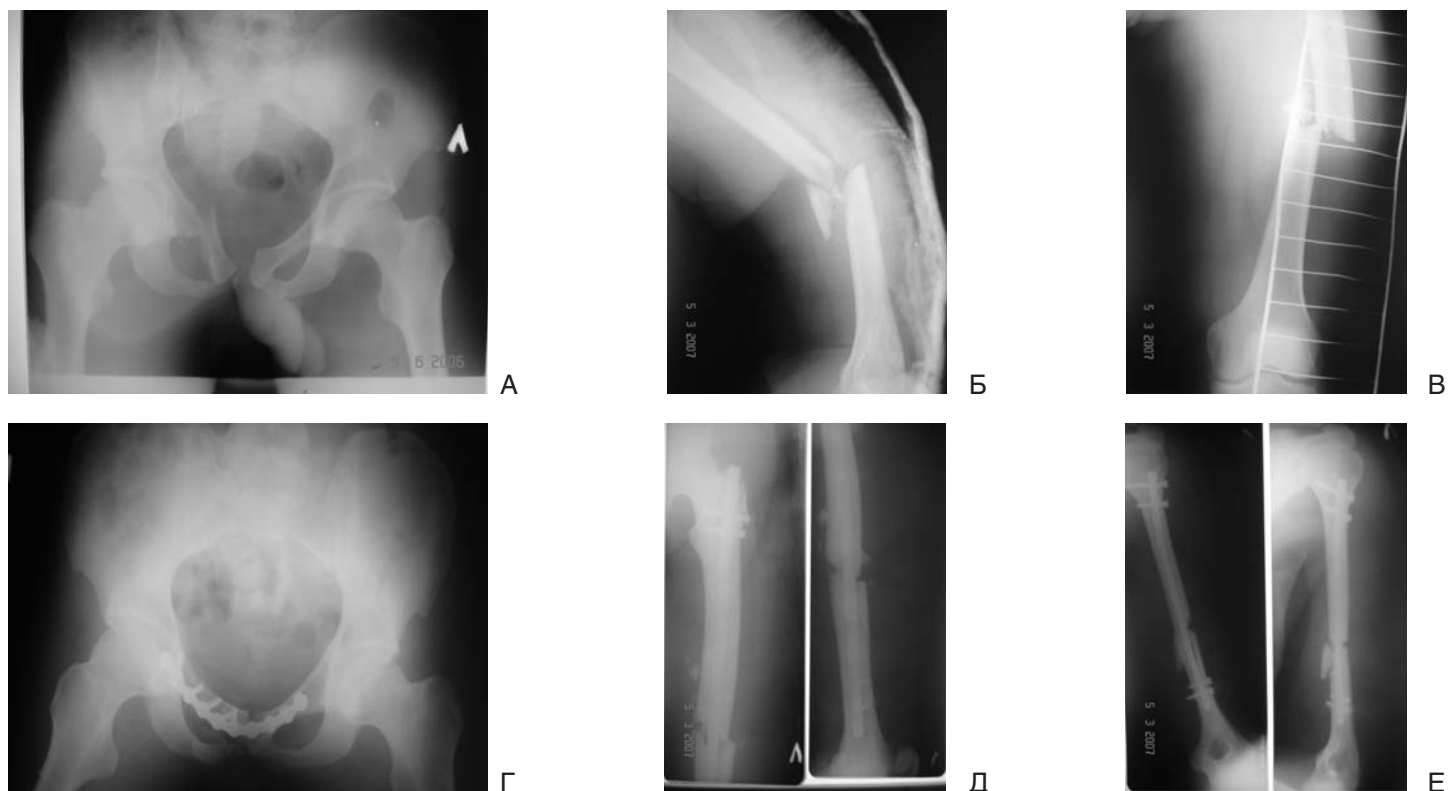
Рентгенограммы больного Д.: таза А, левого плеча Б, левого бедра В при поступлении в стационар. Рентгенограммы больного Д.: таза Г, левого плеча Д, левого бедра Е - после оперативного лечения.
